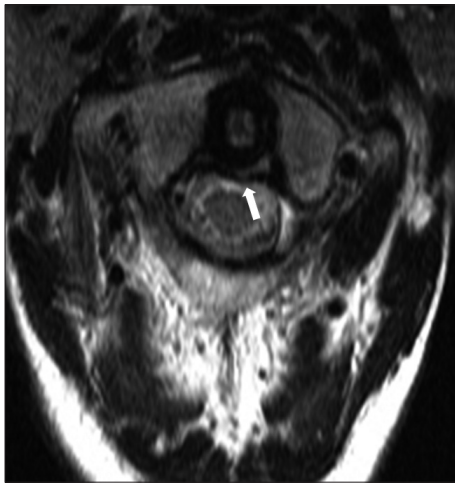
Magnetic resonance imaging showed disruption of the transverse ligament of atlantoaxial joint (arrow).
